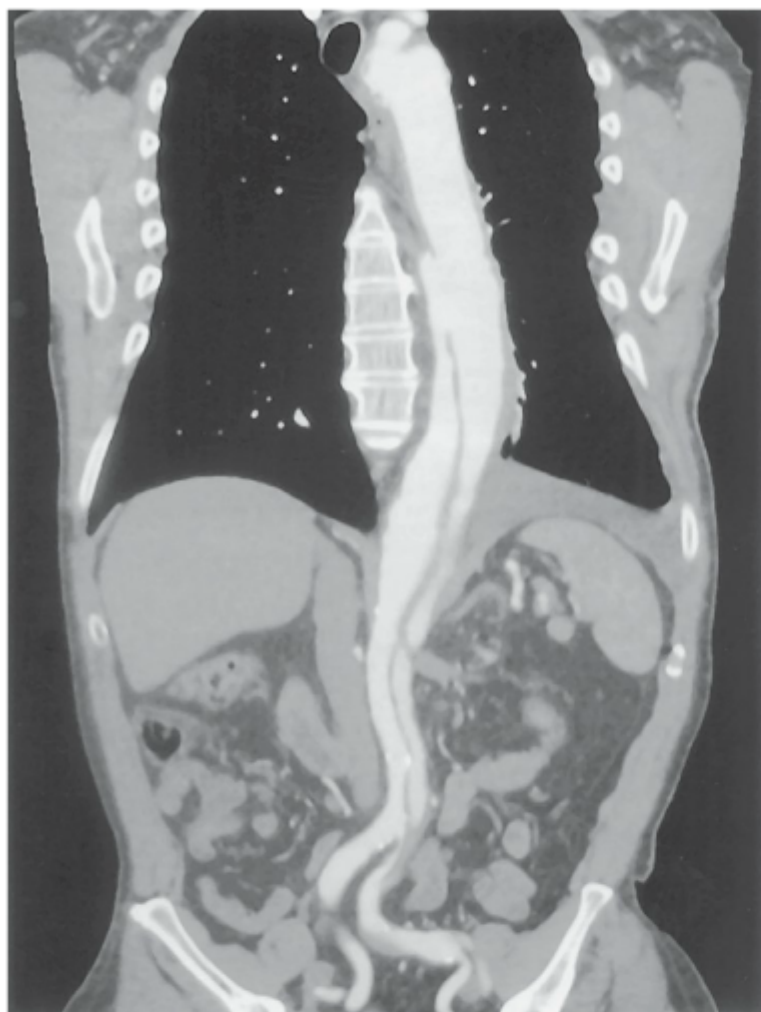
Imagem de tomografia computadorizada coronal de um paciente com dissecção do tipo B crônica.
